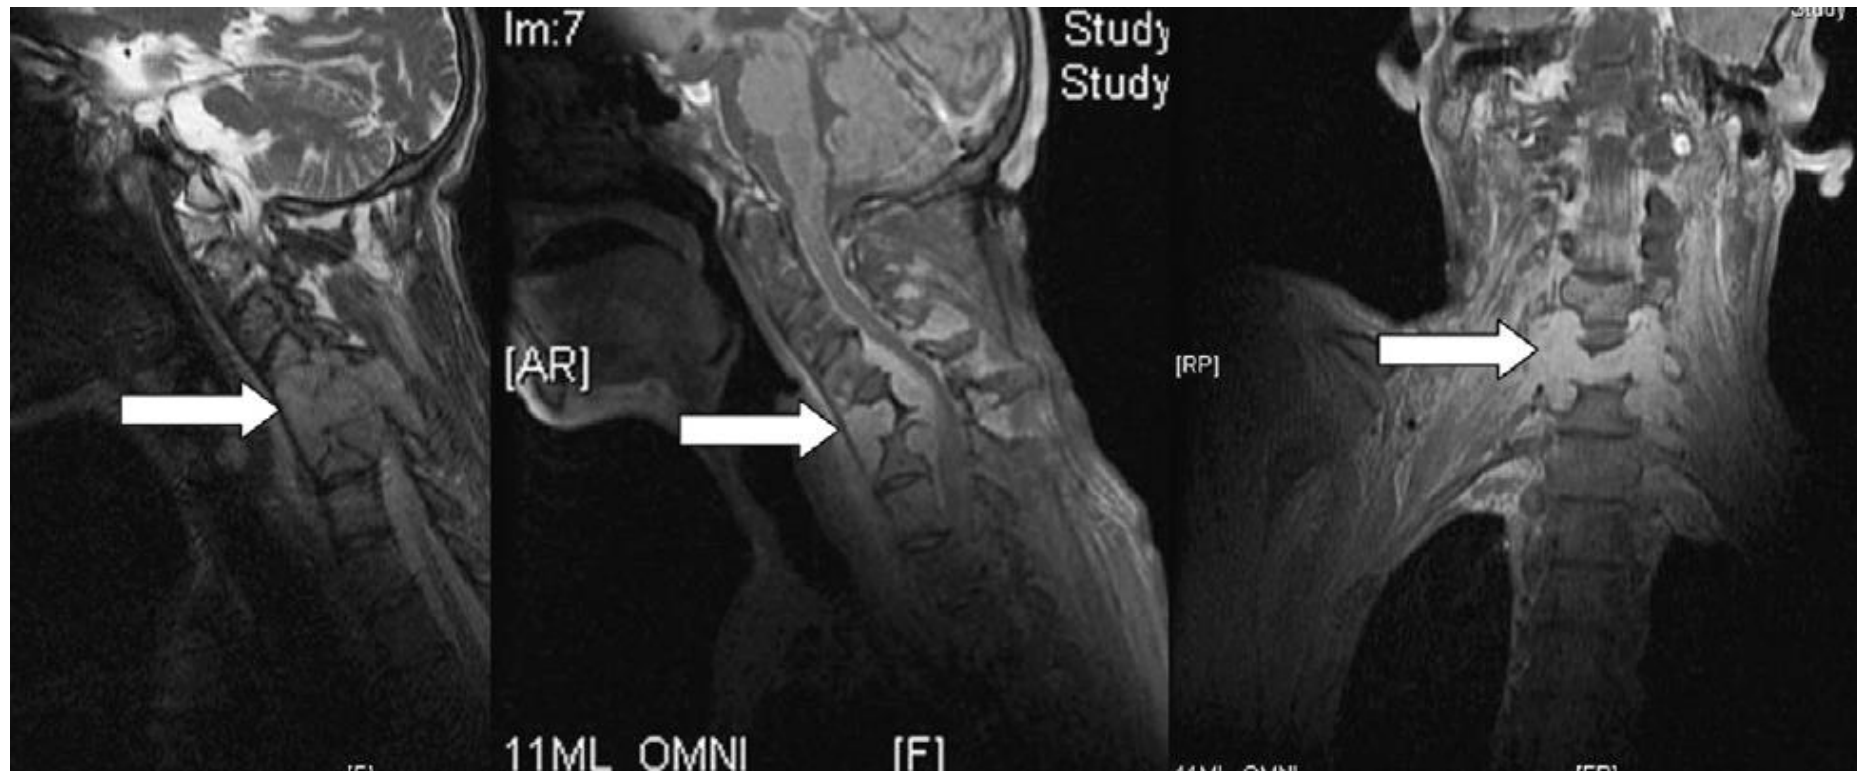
A 60-year-old woman with neck pain and a diffuse form of brucellosis. (A) Sagittal turbo spin echo image, showing destruction of the C5 and C6, and involvement of the disk space (arrow). (B) Sagittal T1-weighted image with intravenous gadolinium, showing an enhancing mass with destruction of the vertebral bodies of C5 and C6 as well as enhancement of the disk space (arrow). (C) Coronal weighted image with intravenous gadolinium, showing an enhancing mass with destruction of the vertebral bodies of C5 and C6 as well as enhancement of the disk space (arrow).
